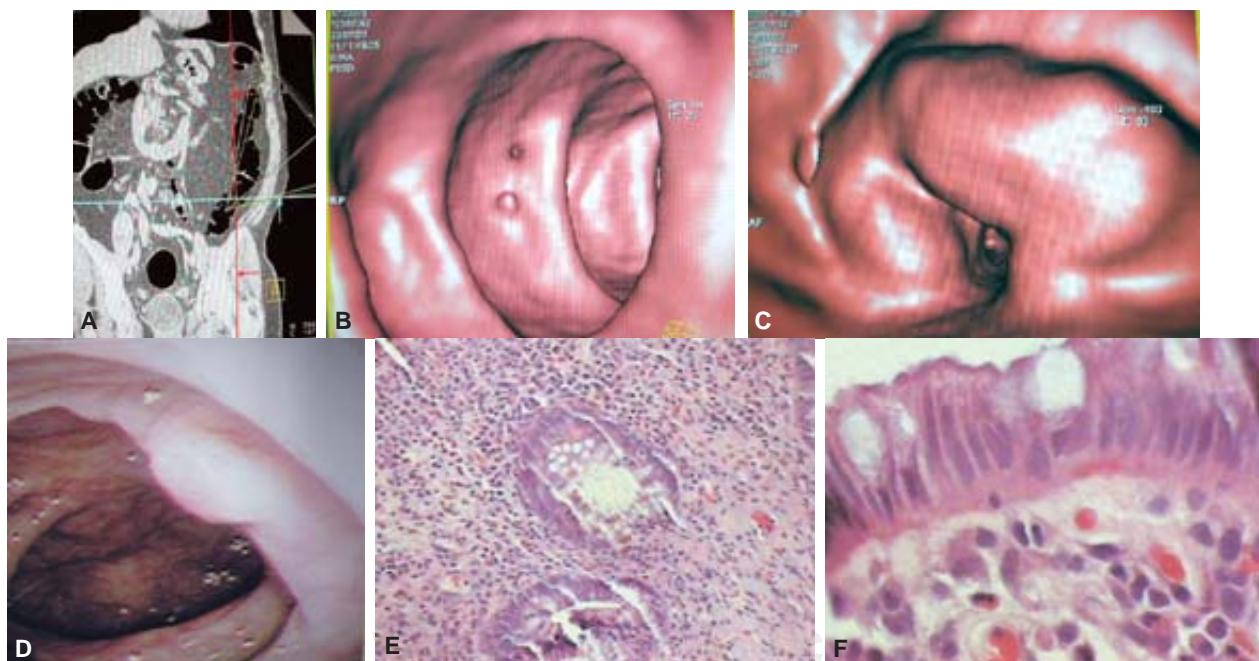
Pólipo inflamatorio del colon. A, B, C) Estudio de TC y reconstrucción tridimensional de colonoscopia virtual, donde se observa una imagen discretamente elevada, ancha en la mucosa del colon descendente. D) Correlación con la imagen endoscópica de la lesión vista en la TAC. E, F) Donde se muestran las glándulas edematosas, con aumento en su longitud y contenido mucinoso, hay hiperemia basal y presencia de múltiples capilares.
